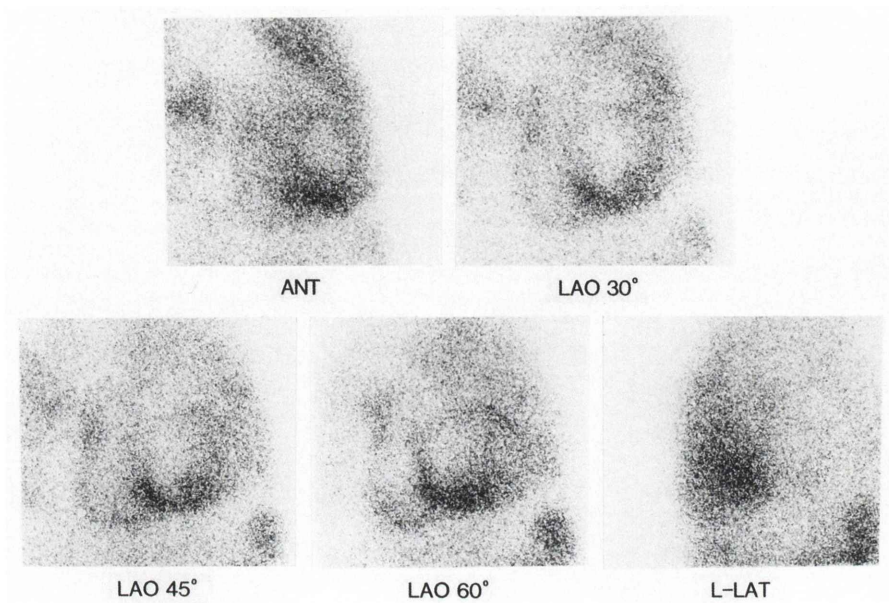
Thallium-201 myocardial scintigram shows dilatation of both ventricles, large perfusion defect and an increase in lung uptake of thallium-201.
